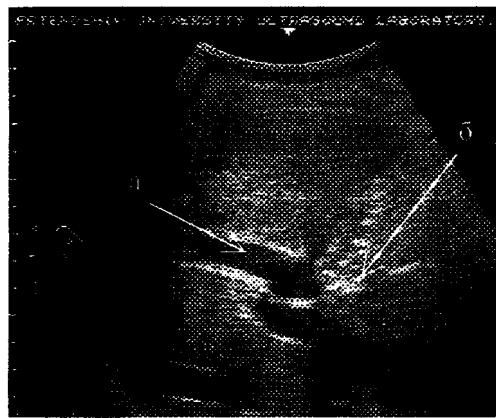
Ультразвуковая томограмма больной с рубцовой стриктурой:
